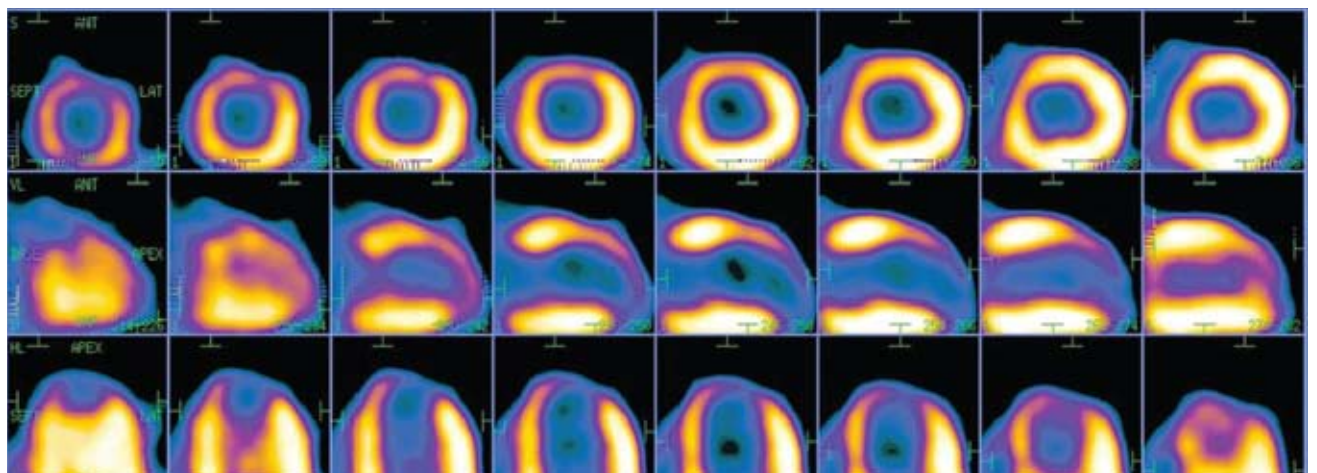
Estudio de metabolismo. Evaluado con PET flúor 18-desoxi-glucosa.
